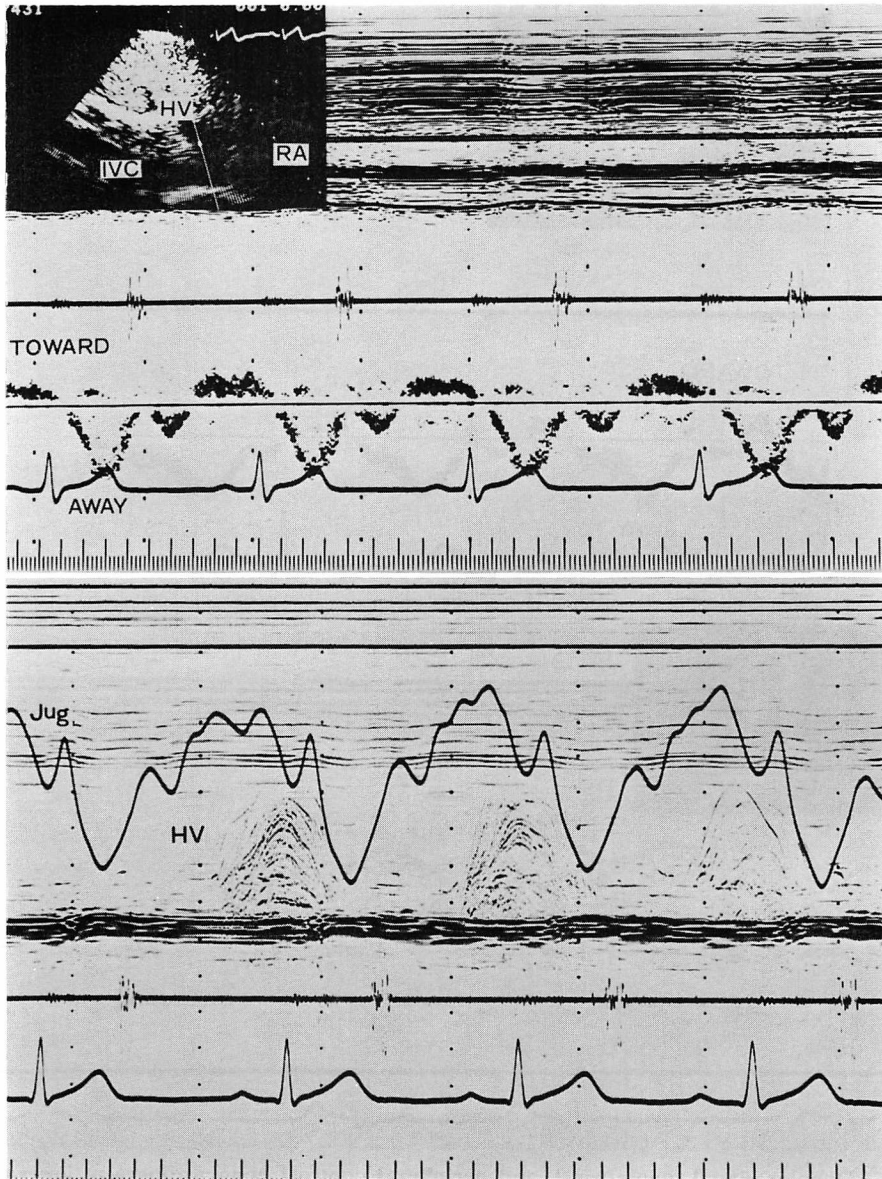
Doppler signal in the hepatic vein (upper panel) and simultaneous recording of the jugular phlebogram and peripheral contrast echocardiogram at the level of the hepatic vein (lower panel).
